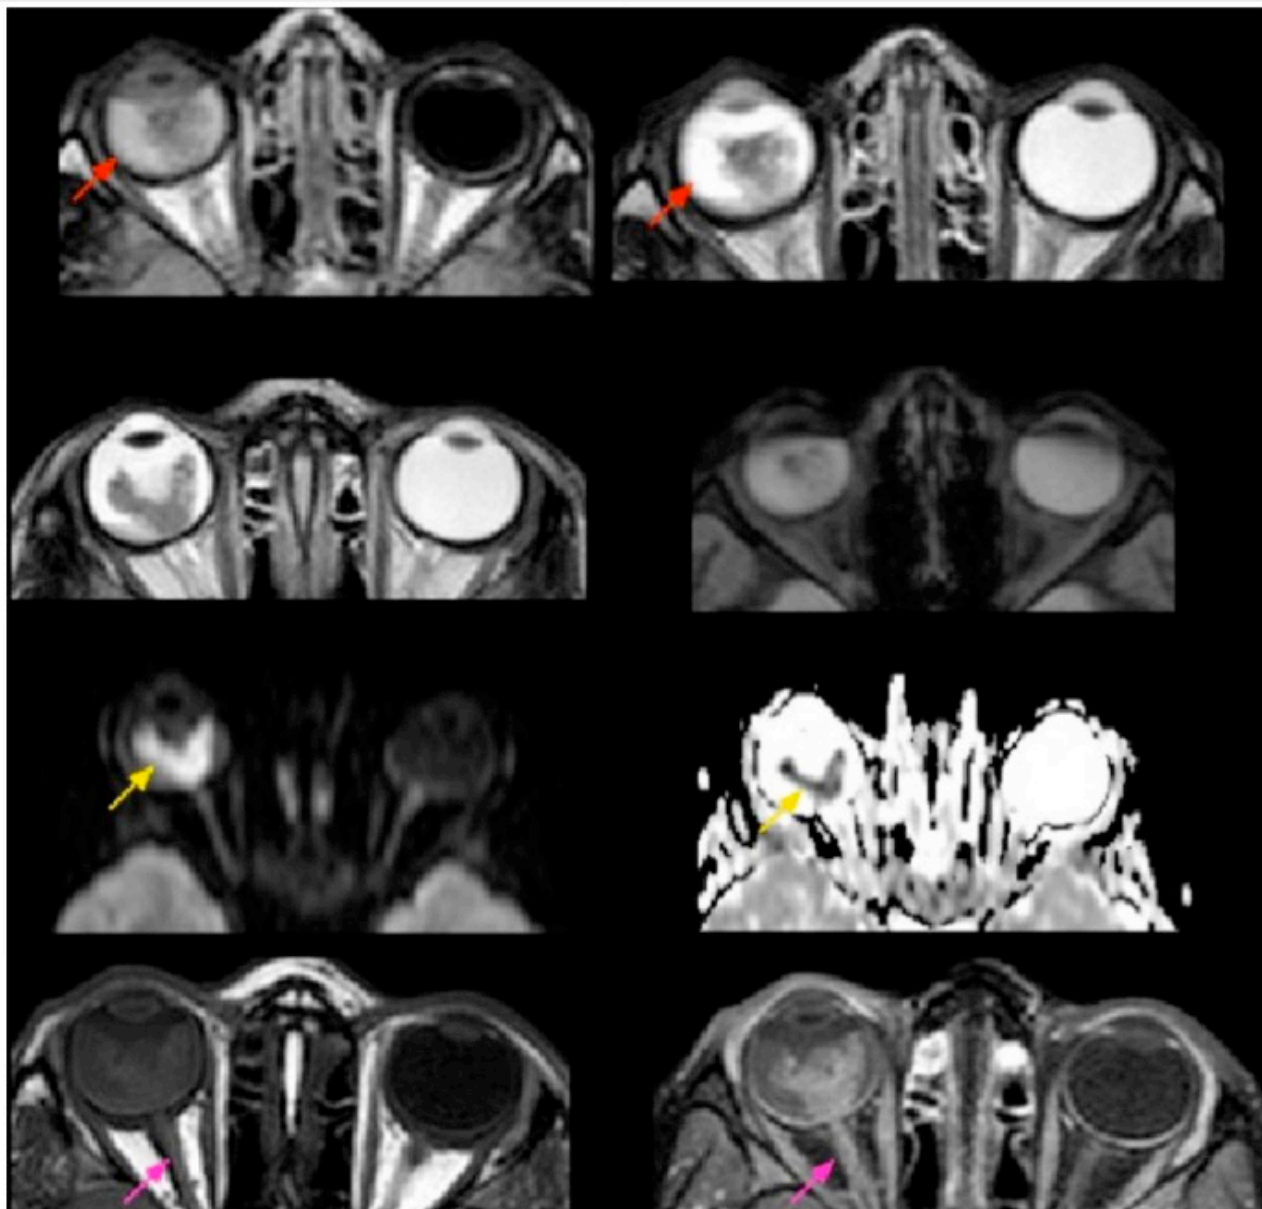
Menina, 04 anos, retinoblastoma bilateral, invasão do nervo óptico em ressonância magnética. Há um importante aumento da lesão e do nervo óptico em seus 2/3 anteriores, demonstrado pelo intenso realce pelo gadolínio (setas cor-de-rosa) e pela restrição à difusão na lesão (setas amarelas), especialmente em sua porção mais central, demonstrando áreas de lesão viável e líquido denso/ proteico (setas vermelhas). (FLAIR, T2 TSE, GRE T2, mapa de difusão e ADC, T1 pré e pós-contraste).
